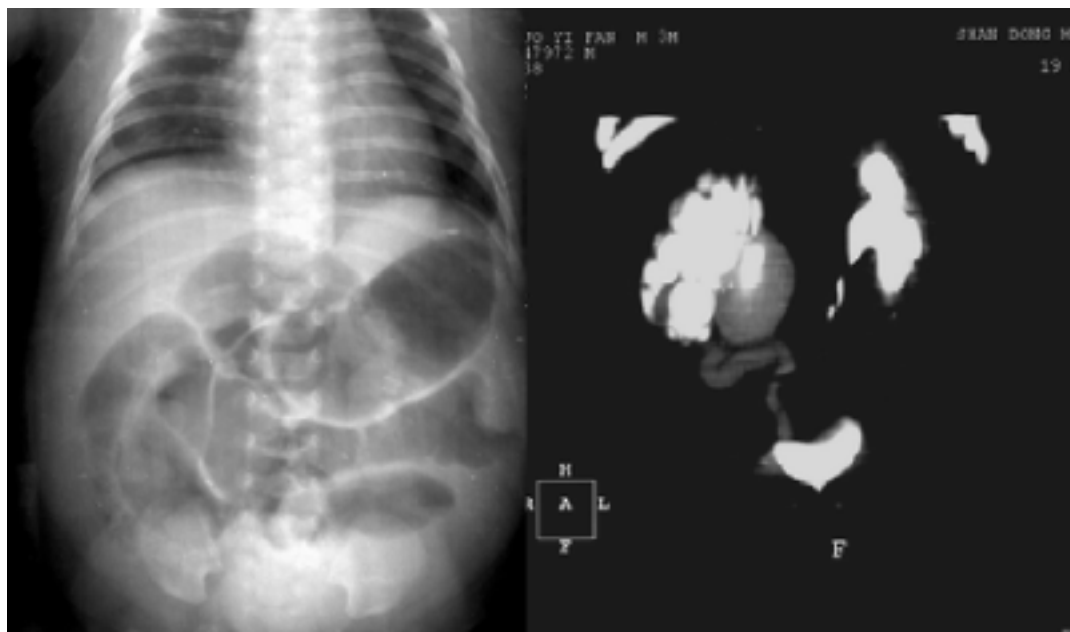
4 CT 尿路造影(CTU)及 IVP
